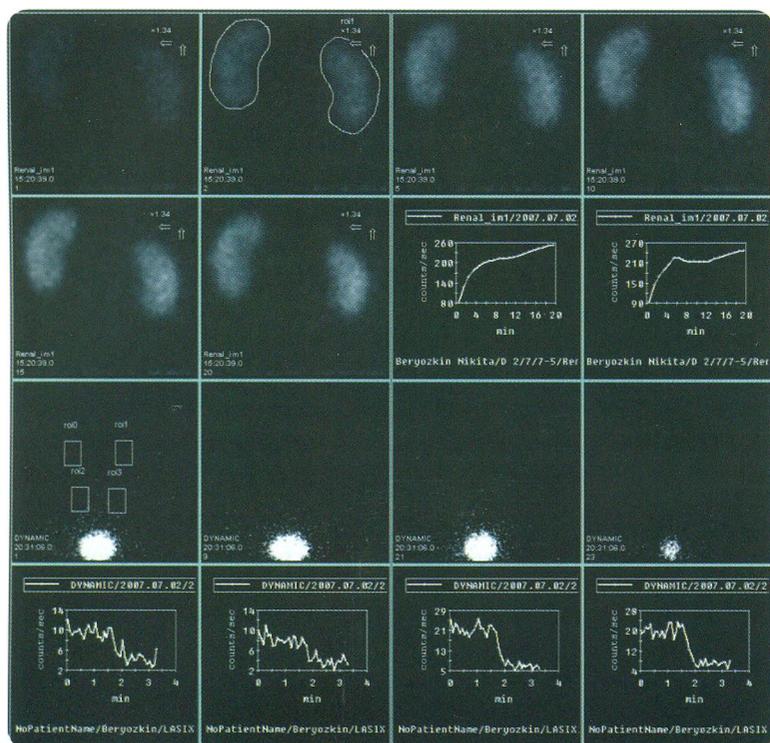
Сцинтиграммы и ренограммы подростка, с развитием эпизода гипотензии на 4–6-й минуте исследования
